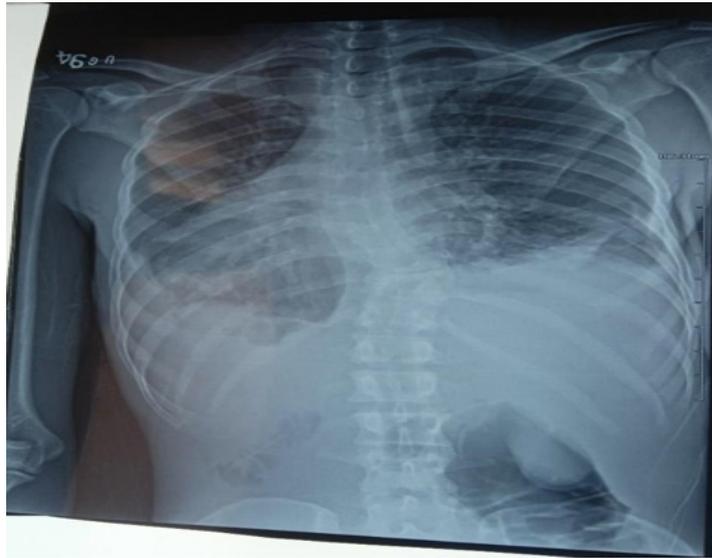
Radiografía de tórax con índice cardiotorácico disminuido
